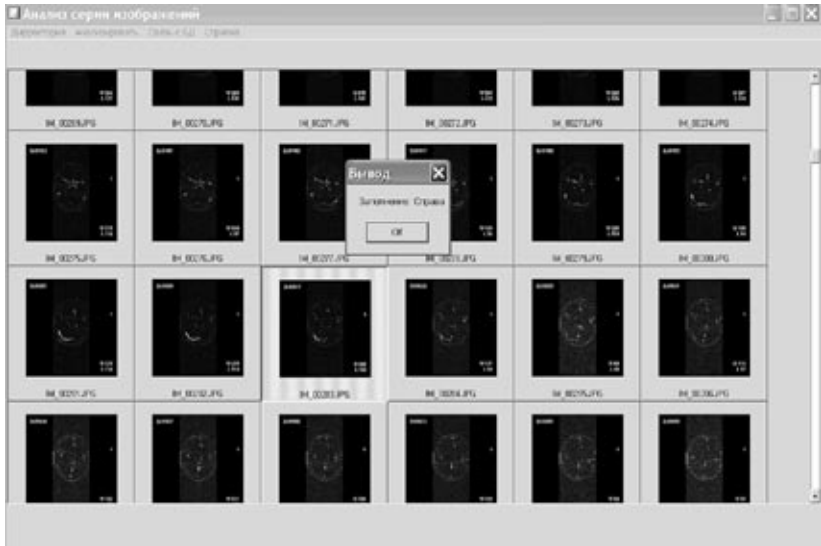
Форма «MRT Series», «Направление заполнения»
